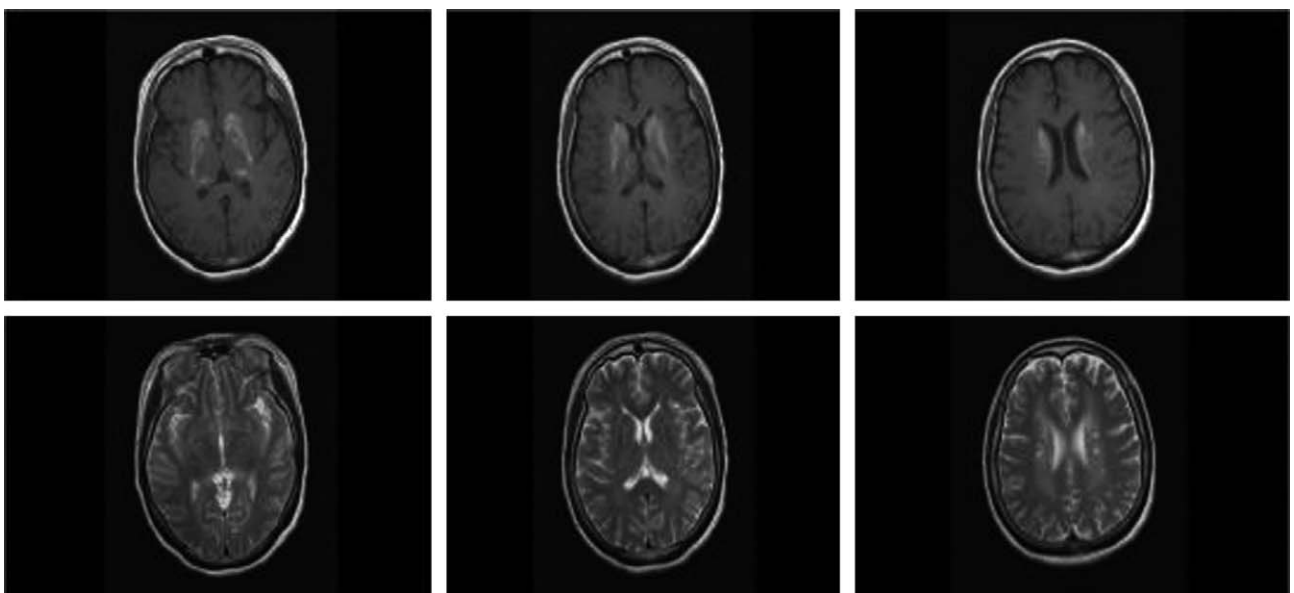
Brain MRI shows extensive calcifications with high SI on T1WI and low SI and some high SI on T2WI, in both frontoparietal and left temporal subcortical white matter and centrum semiovale, both BG, posterior thalami and dentate nucleus of both cerebellum.
